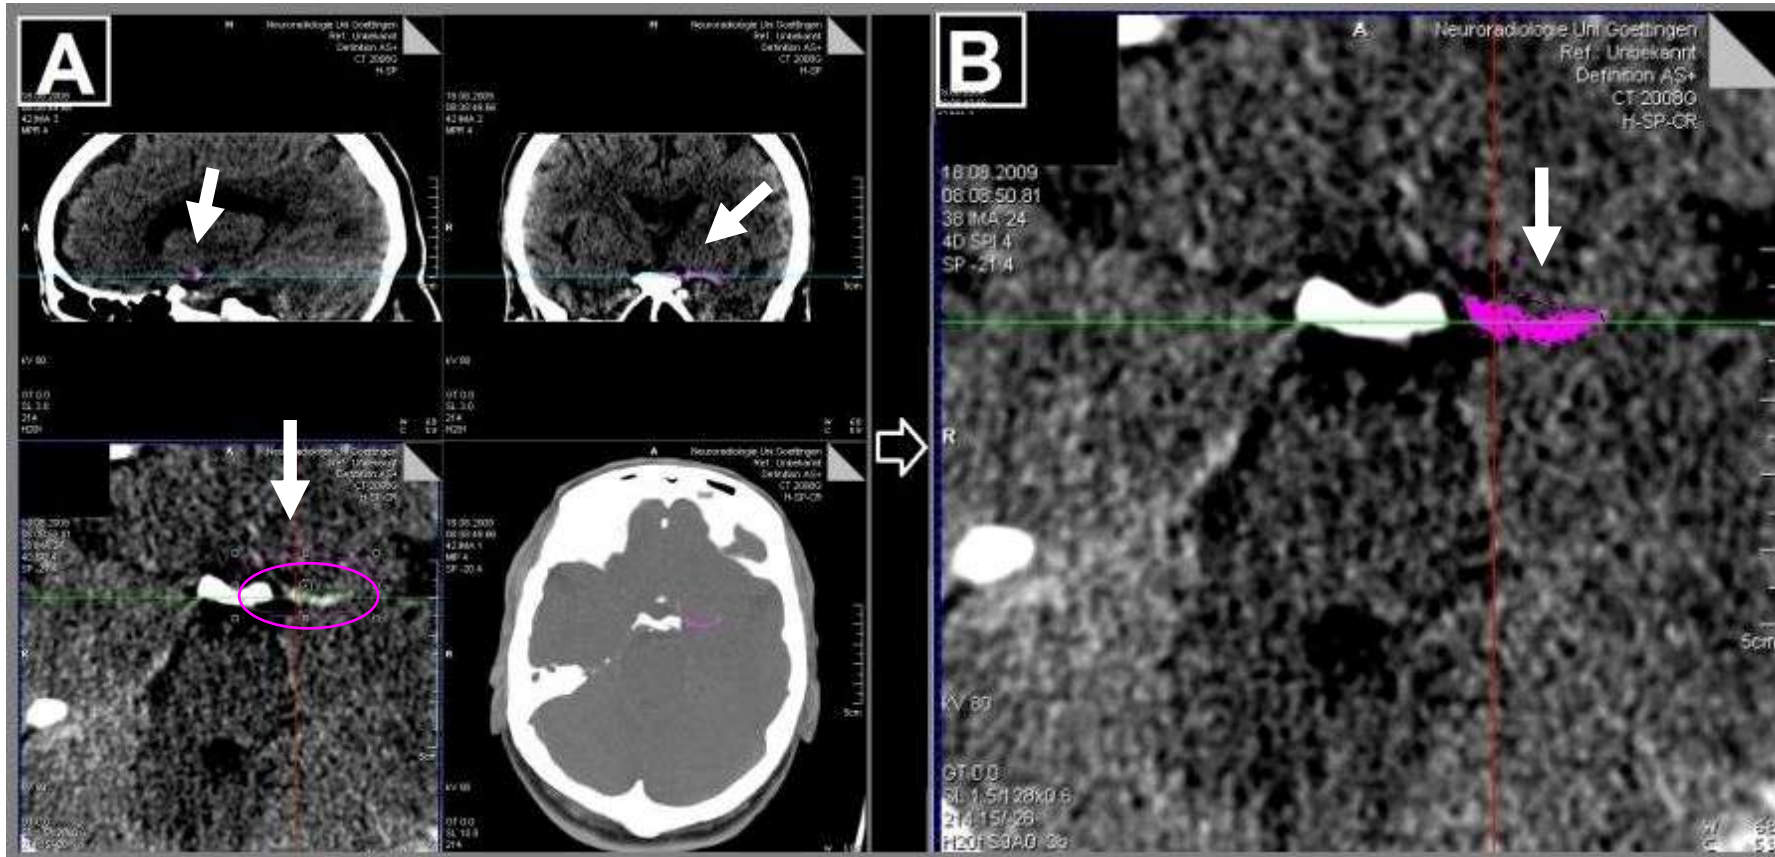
Thrombusdetektion mit Hilfe der CT Volumen Software (syngo® Volumen)
